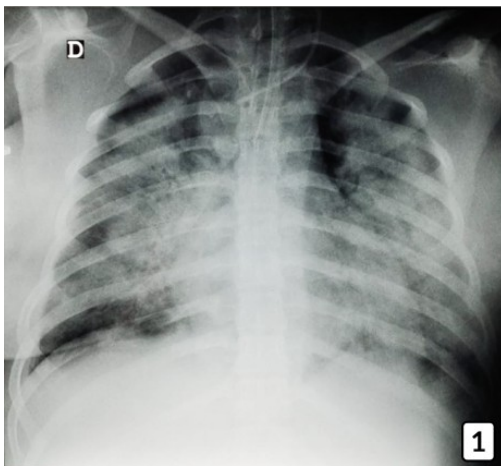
Radiografía anteroposterior de tórax con infiltrado alveolar y broncograma aéreo bilateral difuso.
